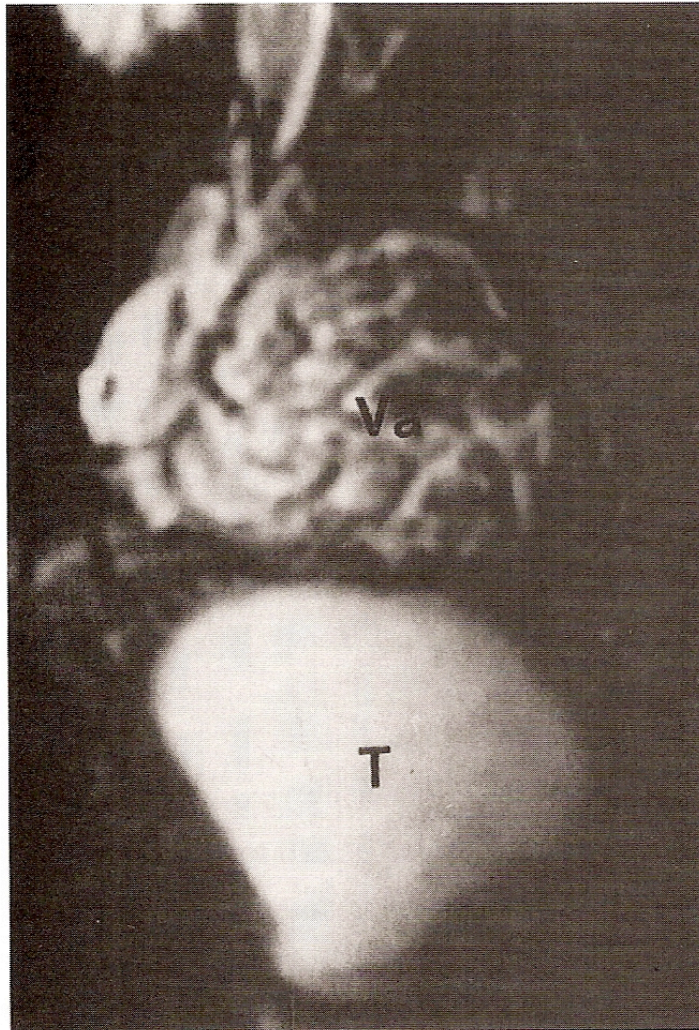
aspect IRM de la varicocèle en pondération T2 (T : testicule, Va : varicocèle)
